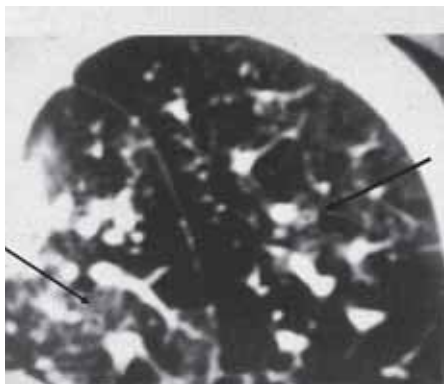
Компьютерная томограмма ребенка с ОБ. Сужение просвета и утолщение стенки мелких бронхов (указано стрелками)
